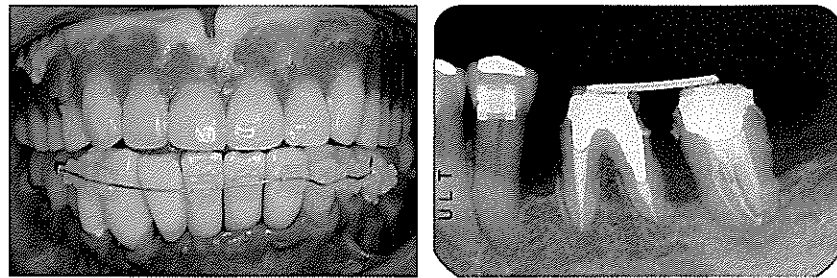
下顎歯列矯正終了直前の口腔内写真ならびに矯正治療終了後の167部のX線写真。X線所見から骨縁下欠損の存在が確認できる。
